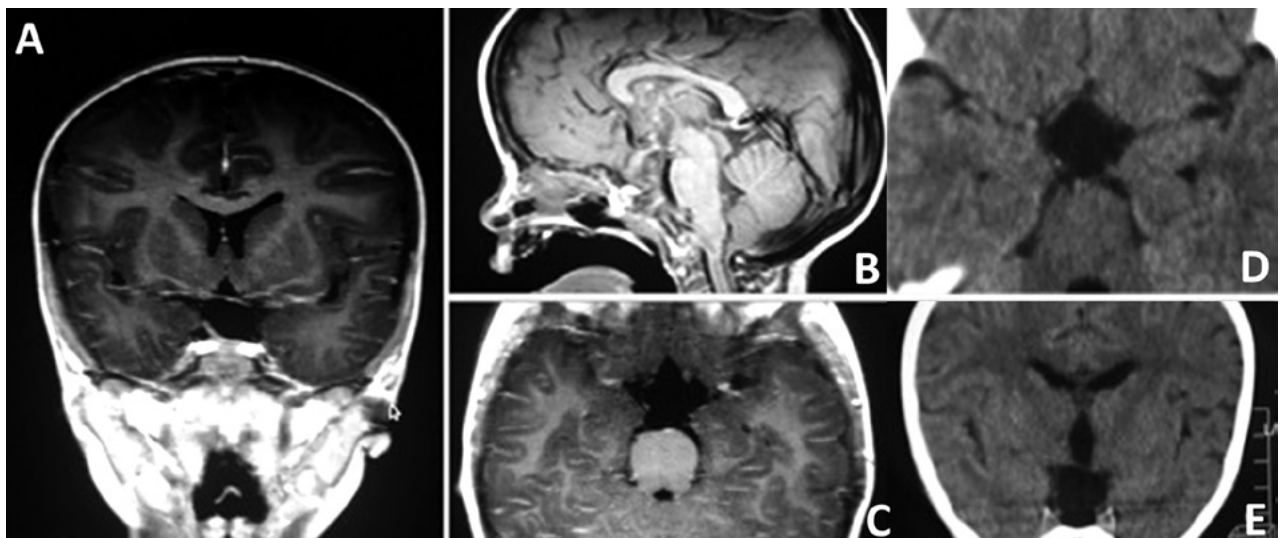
RMN cerebral con contraste postoperatoria (A, B, C). Se evidencia resección total de lesión selar/supraselar. En la figura se observa material hemostático junto al flap nasoseptal. La TC (D, E) no evidencia remanente calcico periférico.
